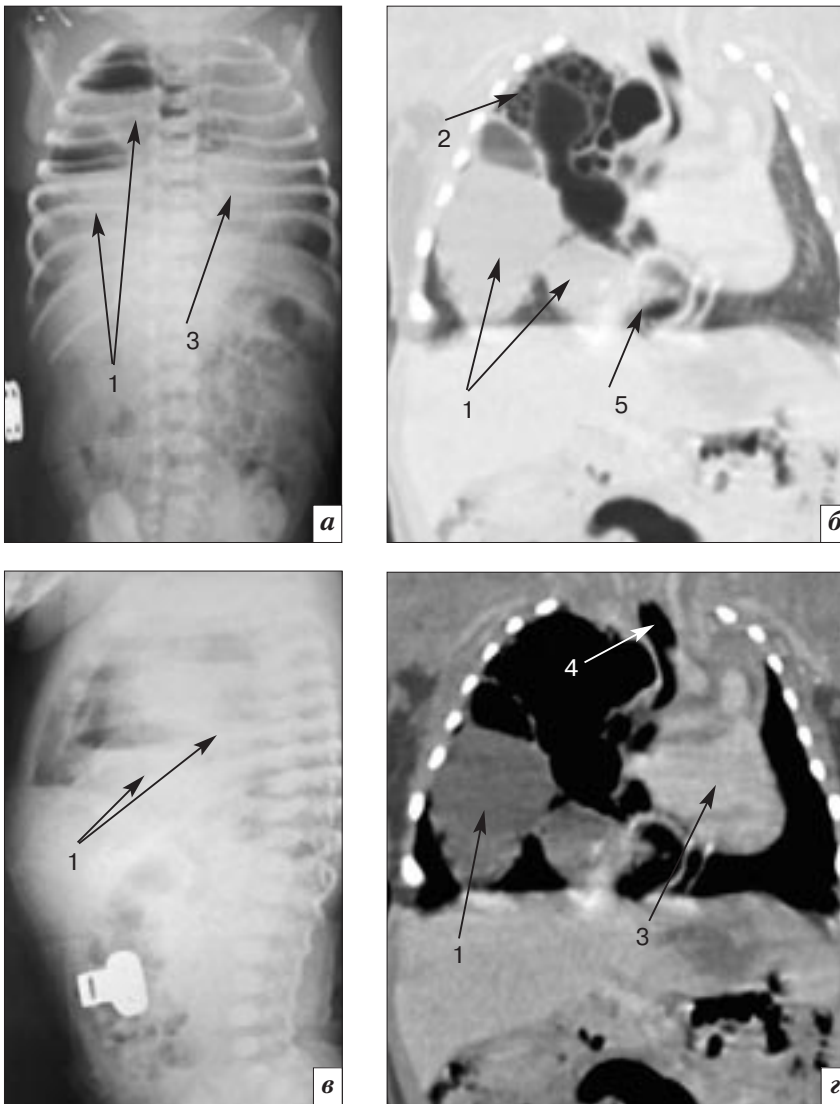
КАМ I типа нижней доли правого легкого. Рентгенография и МСКТАГ грудной полости новорожденного в возрасте 8 часов жизни: *а, в* – рентгенограммы грудной клетки и брюшной полости в задней прямой и правой боковой проекциях; *б, г* – многоплоскостная реформация во фронтальной плоскости: легочный и средостенный режимы. В нижней доле правого легкого определяется больших размеров образование, представленное крупными кистами с горизонтальным уровнем жидкости (1), с наличием мелких кист (2) в его структуре, занимающее большую часть правого гемиторакса. Определяется значительное объемное воздействие: компрессия прилежащих структур легкого, выраженное смещение сердца и крупных сосудов влево (3), смещение, девиация и ротация трахеи (4), медиастинальная грыжа (5)
